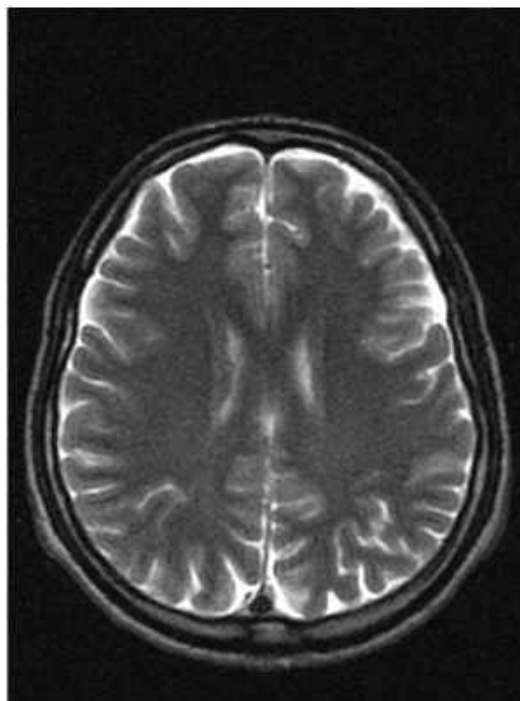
Клінічне спостереження №108. Пацієнт М-ик (амбулаторна карта №1325587). МРТ головного мозку. Т2 ЗЗ (аксіальна проекція). Дифузне розширення ПП.
